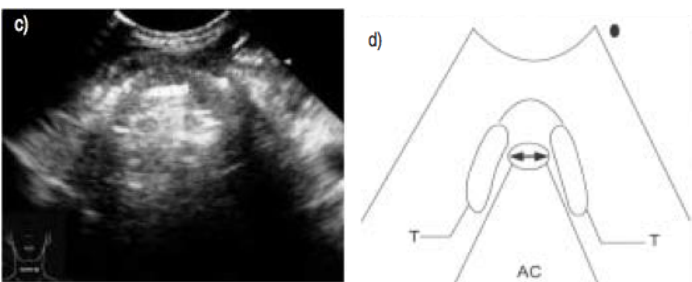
Imagen tomada de: Ding LW, Wang HC, Wu HD, Chang CJ, Yang PC. Laryngeal ultrasound: A useful method in predicting post-extubation stridor. A pilot study. Eur Respir J.
